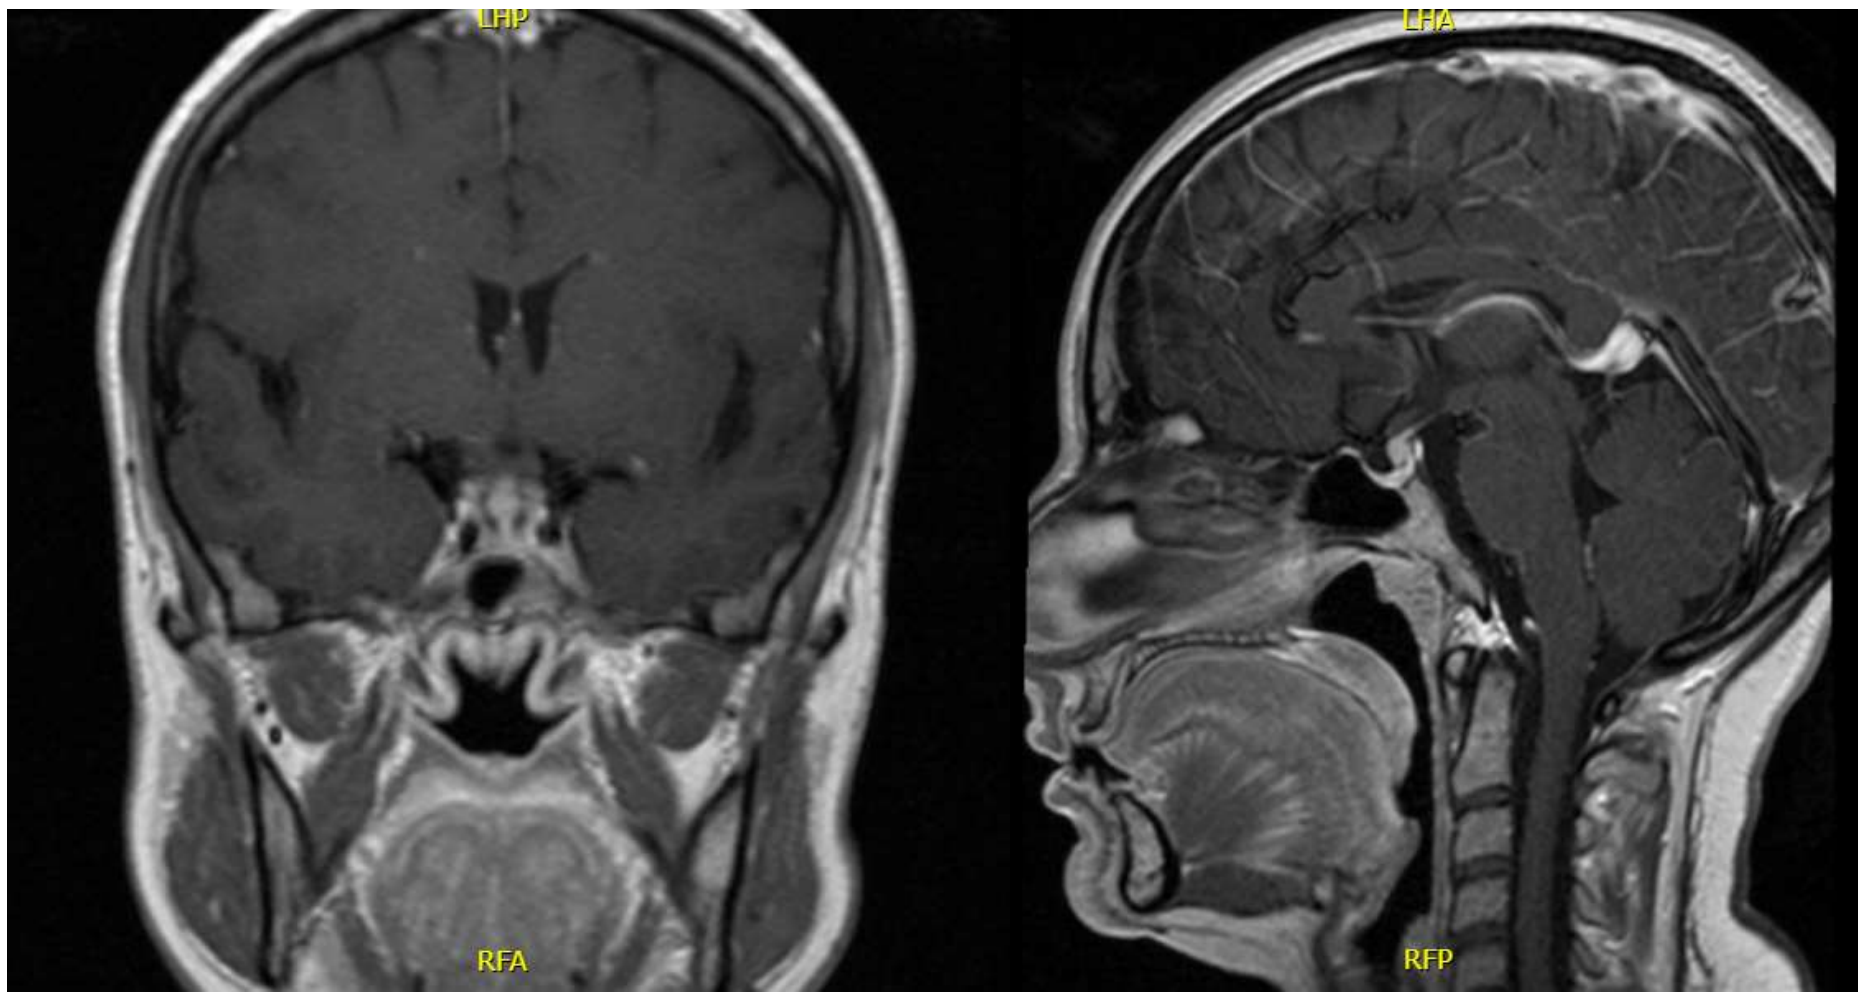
RM encefalo coronale e sagittale senza e con m.d.c. basale.
